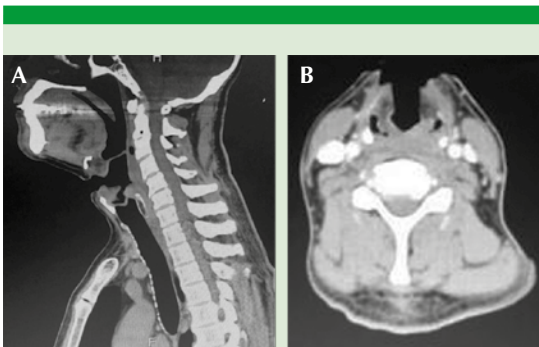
Tomografía computada de cuello, en fase contrastada, cortes sagital (A) y axial (B), en la que se observa solución de continuidad en la membrana tirohioidea y edema supraglótico en bandas ventriculares.
